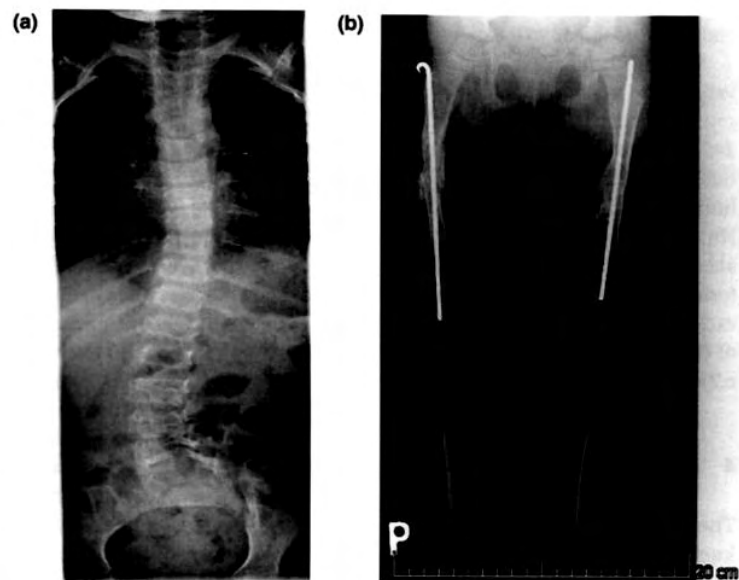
(a) X-ray of the spine AP projection (b) X-ray of lower limbs at the age of 4 years showing Fassier-Duval telescopic rods in femurs.
